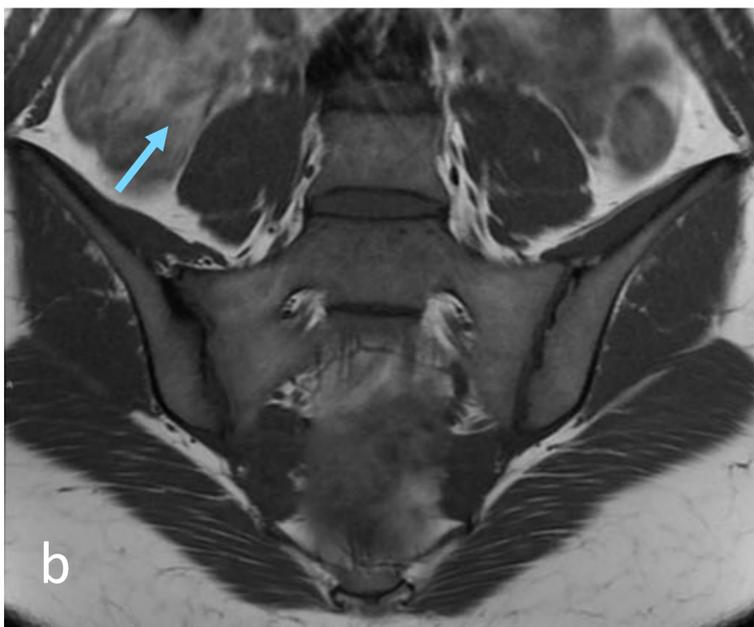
Espondiloartritis juvenil, debut a los 15 años, estudio realizado a los 18 años. RM secuencia STIR, cortes coronales (a) y secuencia T1 FSE (b): edema óseo (flechas verdes), esclerosis en vertiente iliaca (flecha azul) y capsulitis (flecha hueca) en articulación sacroiliaca derecha, compatible con sacroilitis.
